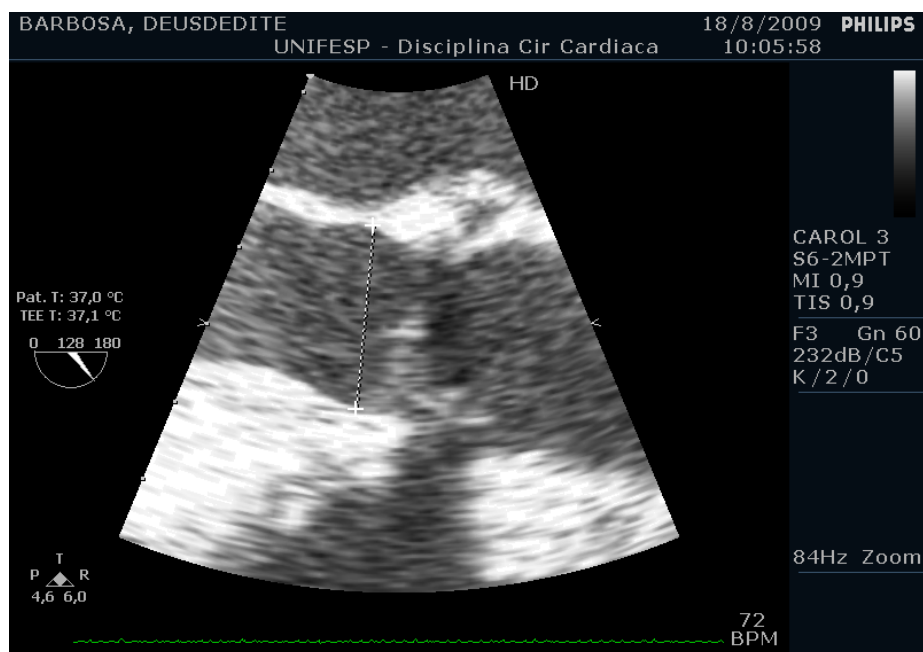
Ecocardiograma transesofágico. Medida do anel valvar.
